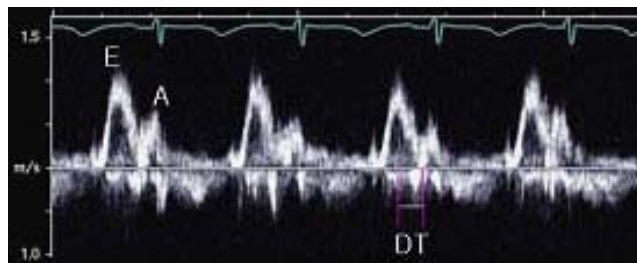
Doppler waveform from mitral valve. E: peak early diastolic velocity, A: peak late diastolic velocity, DT: deceleration time.
